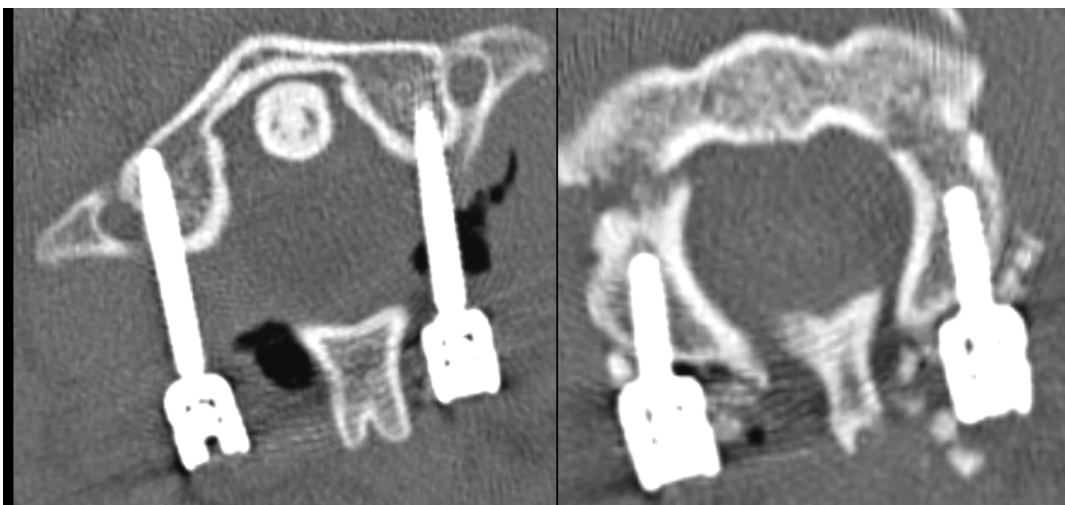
Cortes de TC identificando o posicionamento adequado dos parafusos de C1 (esquerda) e C2 (direita).
